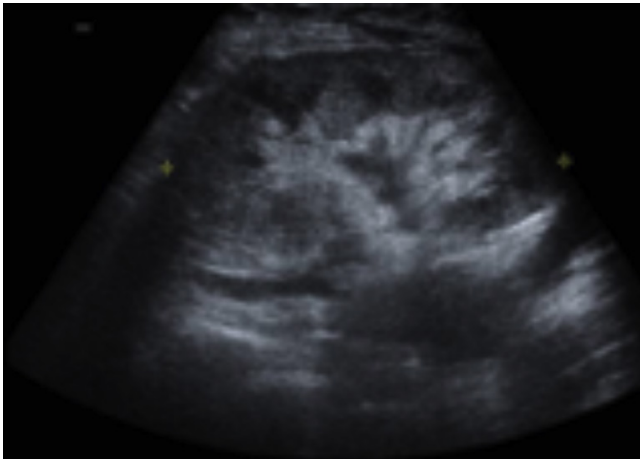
Ecografía del injerto con litiasis en todos los grupos caliciales.
